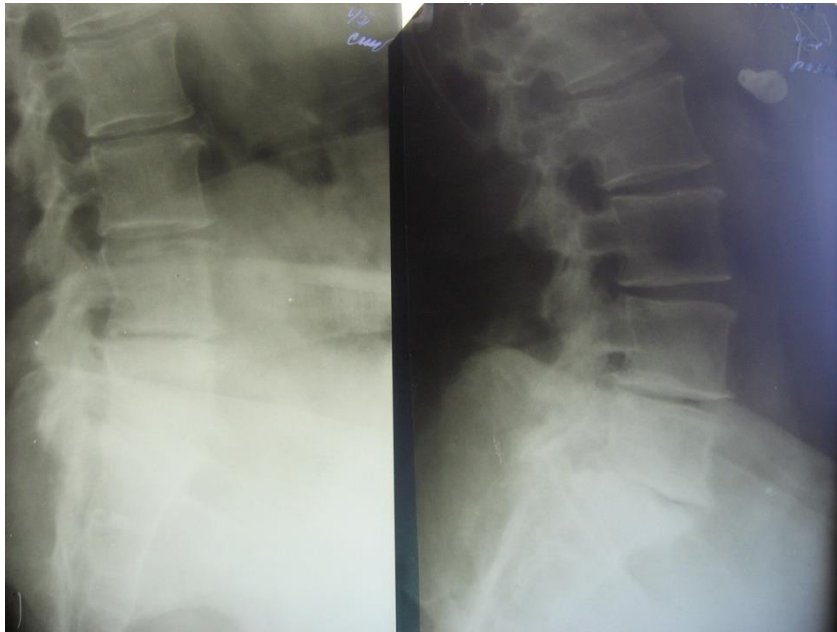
Функціональні рентгенограми хв. П., 52 років, з полі сегментарним остеохондрозом, наявністю фіброзу дисків у сегментах L4 - L5, L5 - S1, звуженням хребетного каналу
